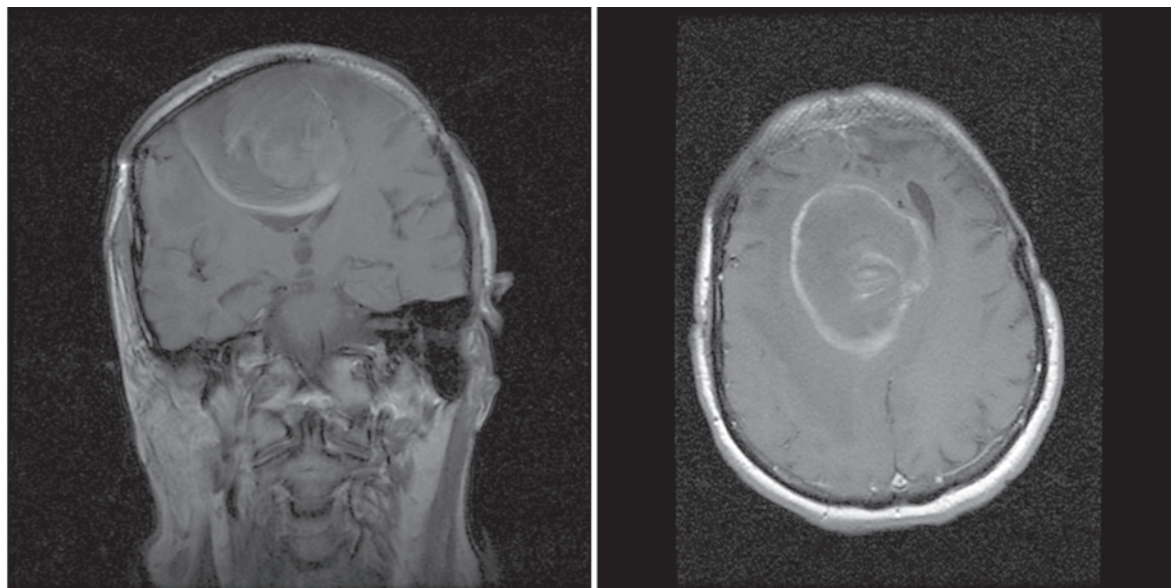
МРТ головного мозга, фронтальный и горизонтальный срезы. Отмечается выраженный перифокальный отек и грубая деформация прилежащих структур
